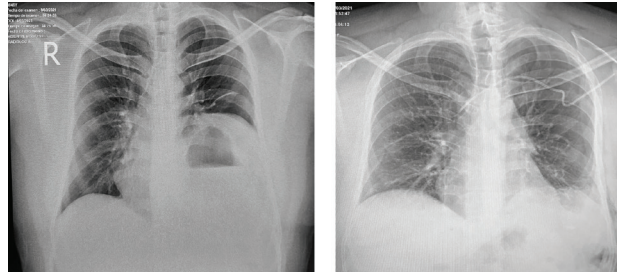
Comparativa de radiografías ingreso y egreso.
